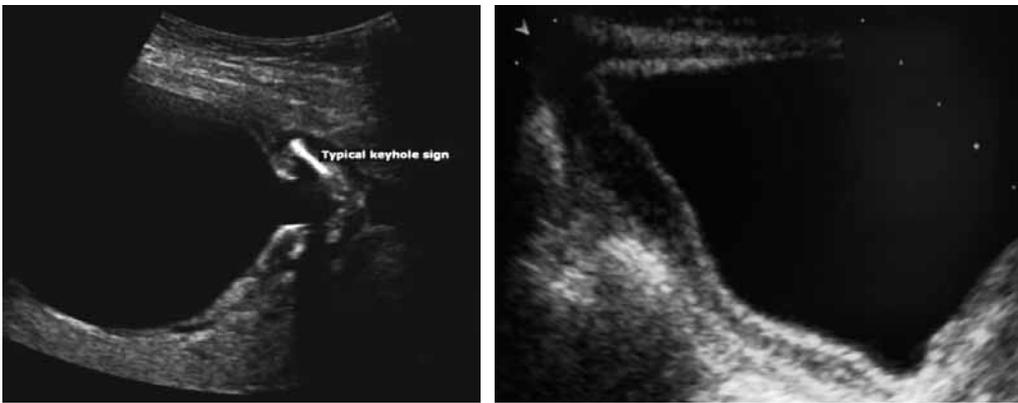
Ecografía en VUP.
